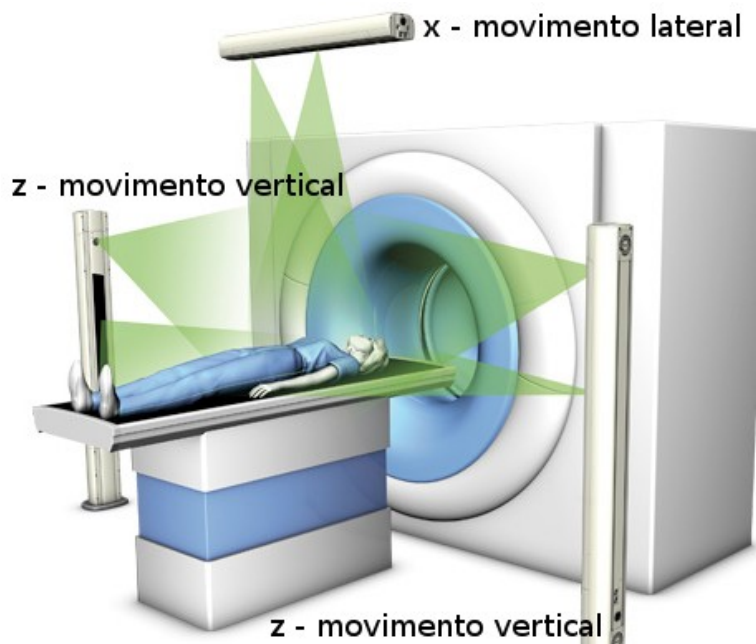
Representação do sistema de lasers móvel presente na sala da TC.
